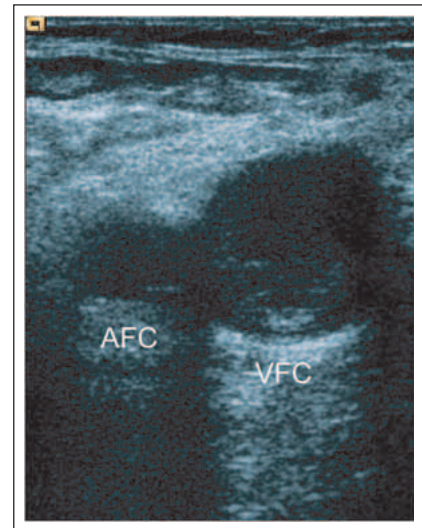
Diagnose einer Beinvenenthrombose durch Kompressionssonographie. Thrombose der V. femoralis communis (VFC) rechts. Die rechte V. femoralis communis ist aufgetrieben und lässt sich im Querschnitt nicht komprimieren. (AFC = Arteria femoralis communis). (Quelle: B. Luxembourg).
